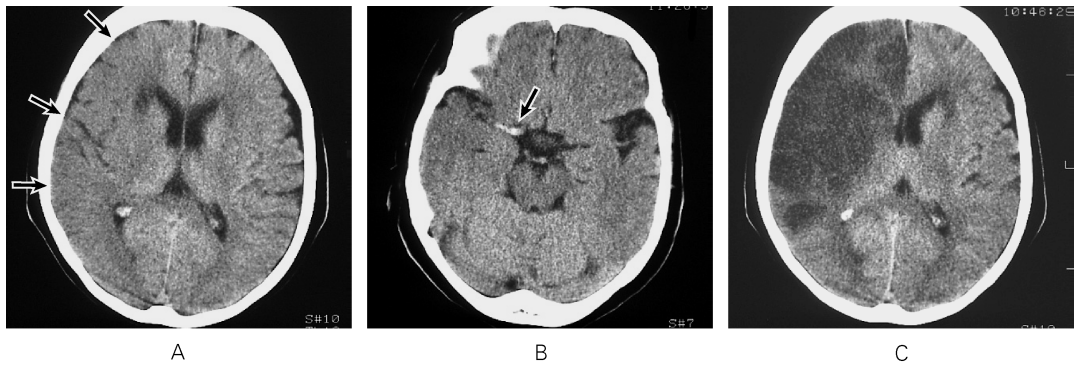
A 65-year-old woman presented with sudden unconsciousness and left hemiplegia. She had a medical history of having atrial fibrillation. A, B: Nonenhanced CT was taken 1 hour after onset. Early ischemic changes such as parenchymal hypoattenuation, sulcal effacement, and loss of gray-white matter interface are seen (Fig. 1A, arrows). Note the hyperdense middle cerebral artery sign in the right M1 portion (Fig. 1B, arrow). C: Cerebral infarction is apparent 1 day after onset. Note the regions of final infarction are compatible with those of early ischemic changes seen 1 hour after onset. Early ischemic findings thus represent irreversible brain damage.
